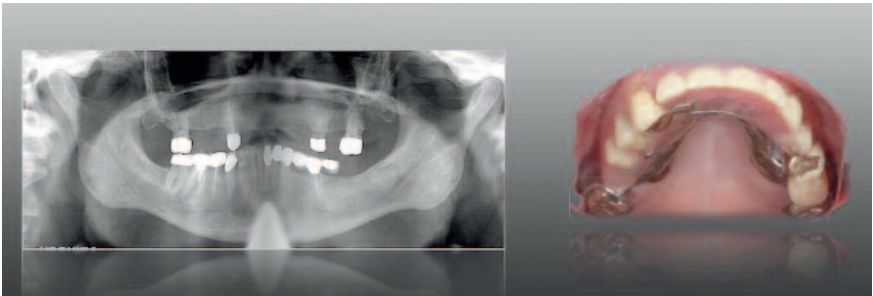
Die klinische Ausgangssituation im Röntgenbild und in einer intraoralen Aufnahme.
